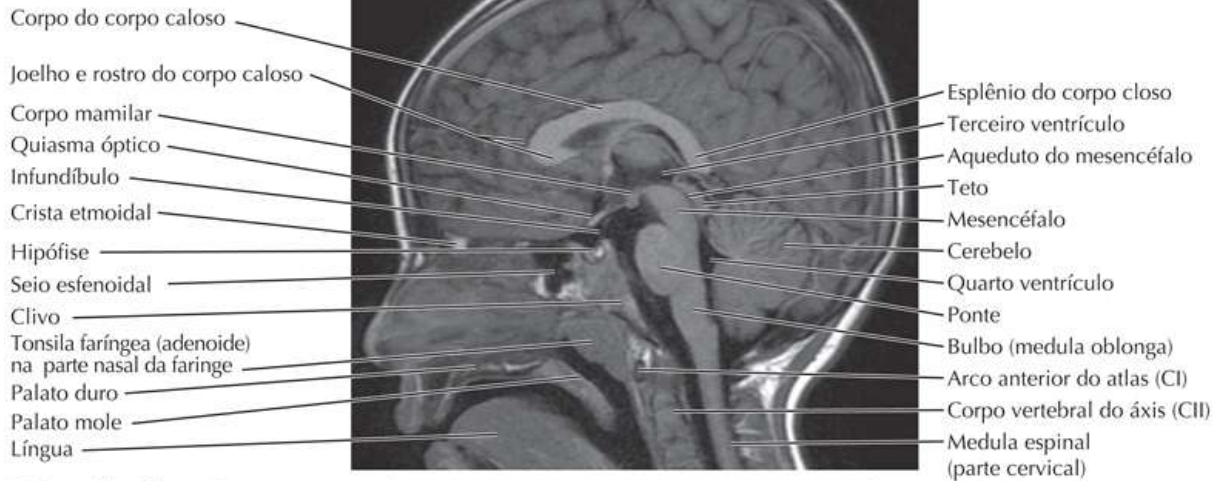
Imagens da Cabeça (RM – Ressonância Magnética)
